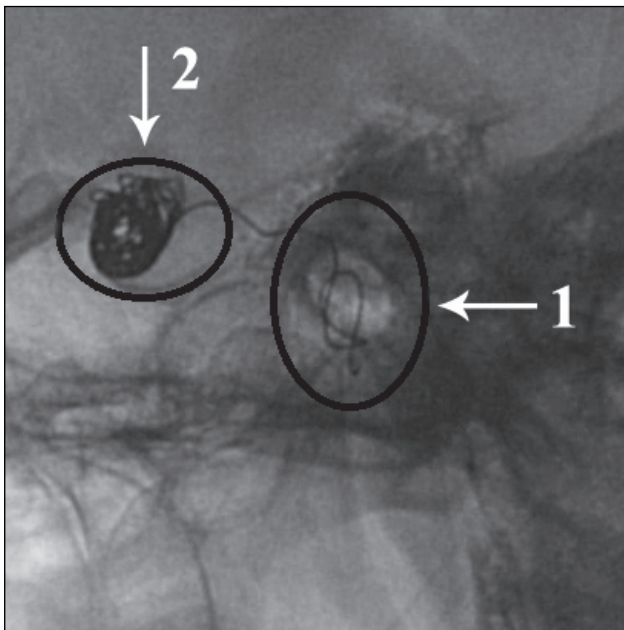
Рентгеноконтрастна церебральна ангіографія через 4 міс: 1 — мікроспіралі, які введено в аневризму; 2 — частина мікроспіралі, виведена в кліноїдний сегмент правої внутрішньої сонної артерії
